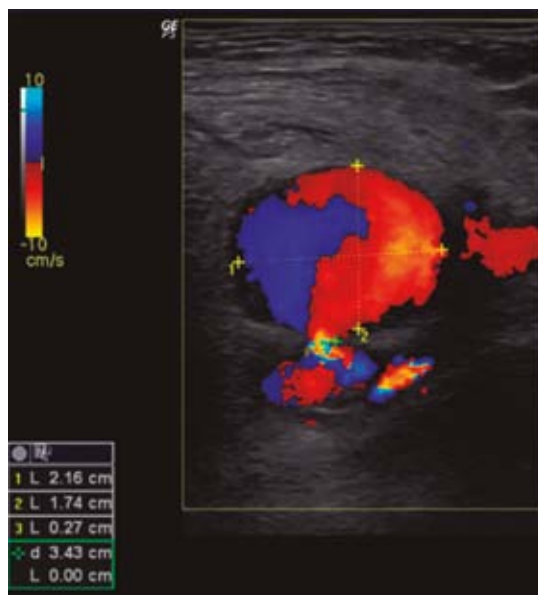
Realce al Doppler color con el signo de “Ying-Yang”.
